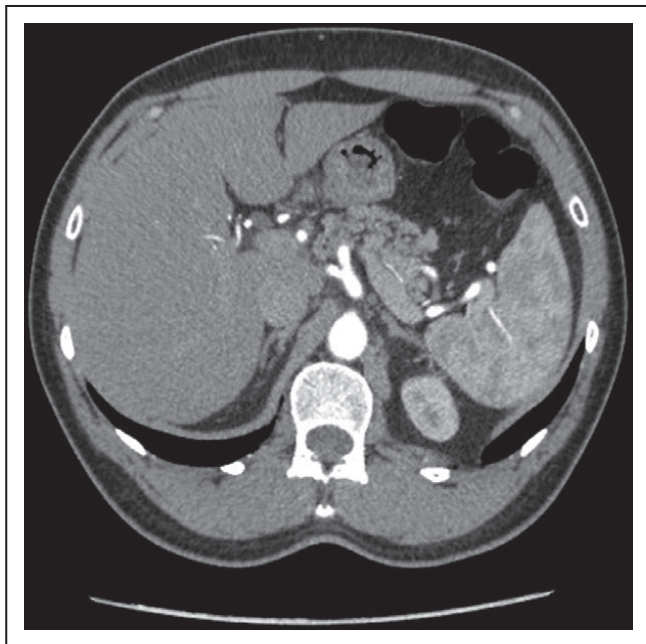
Tomografía computarizada que muestra 2 suprarrenales normales.
